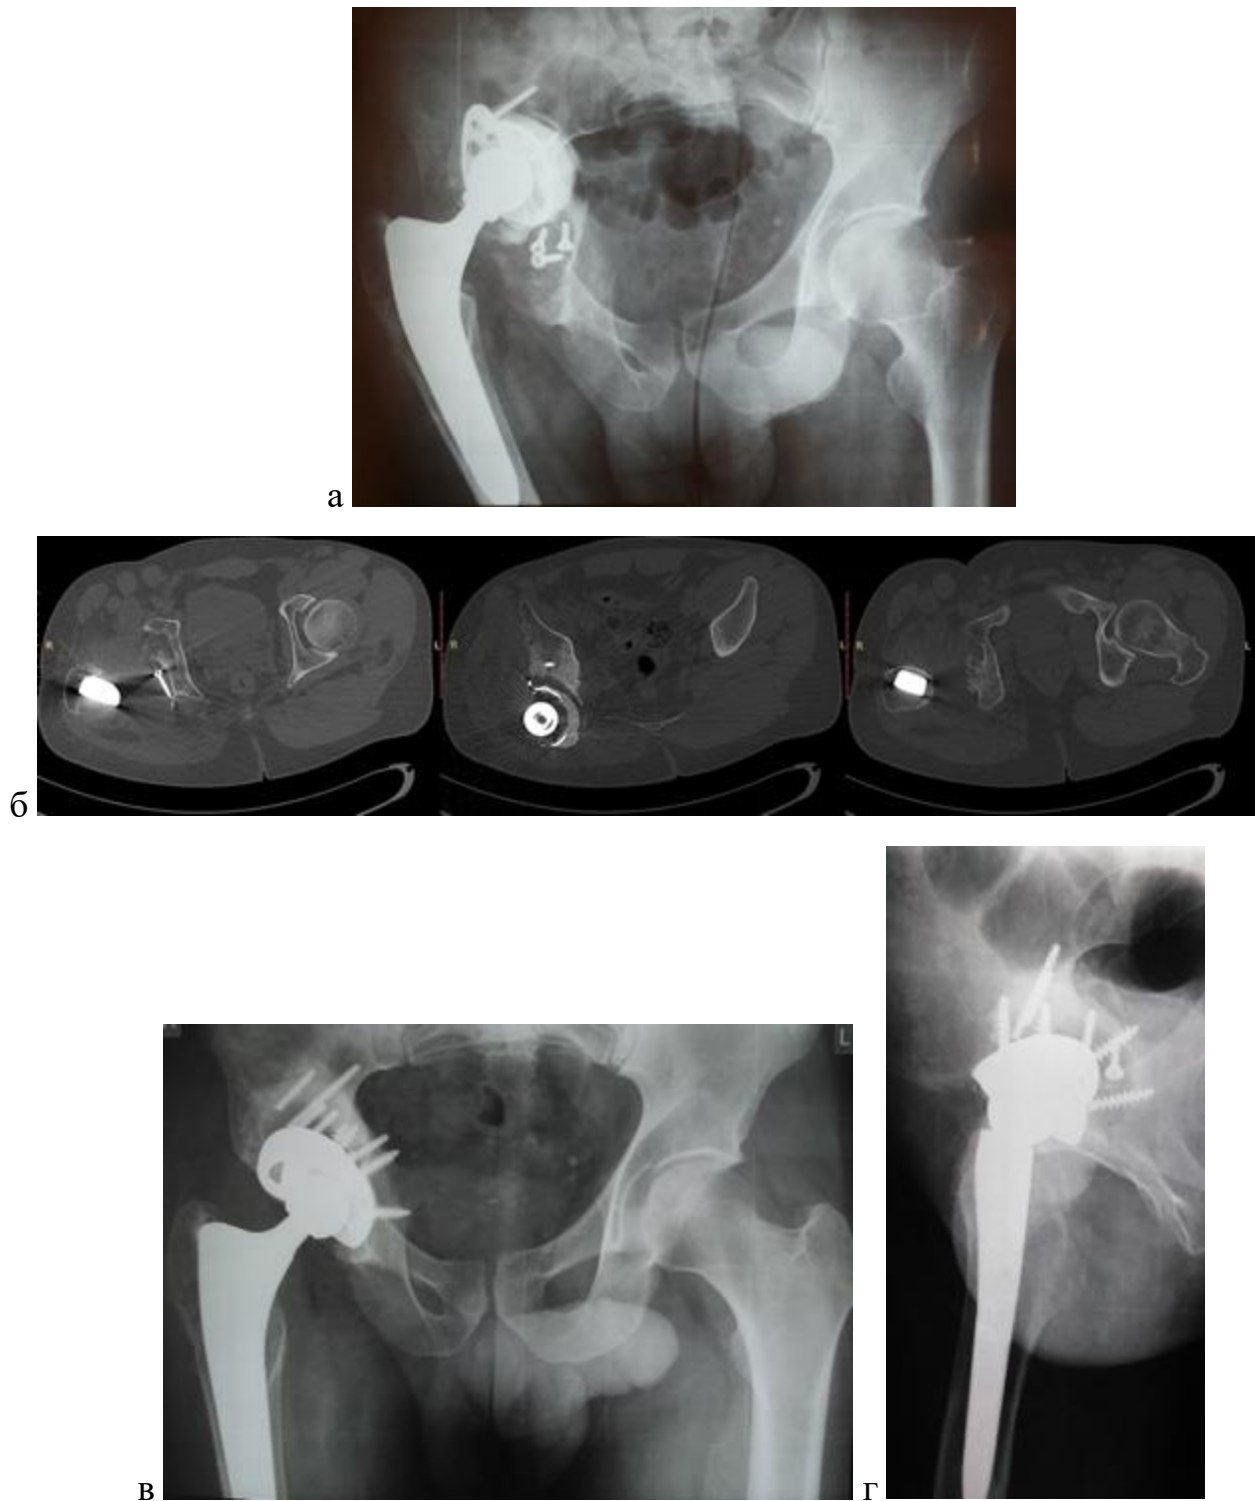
Рентгенограммы и данные КТ пациента 28 лет с расшатыванием вертлужного компонента и последствиями перелома вертлужной впадины: а), б) до ревизии; в), г) через два года после.
